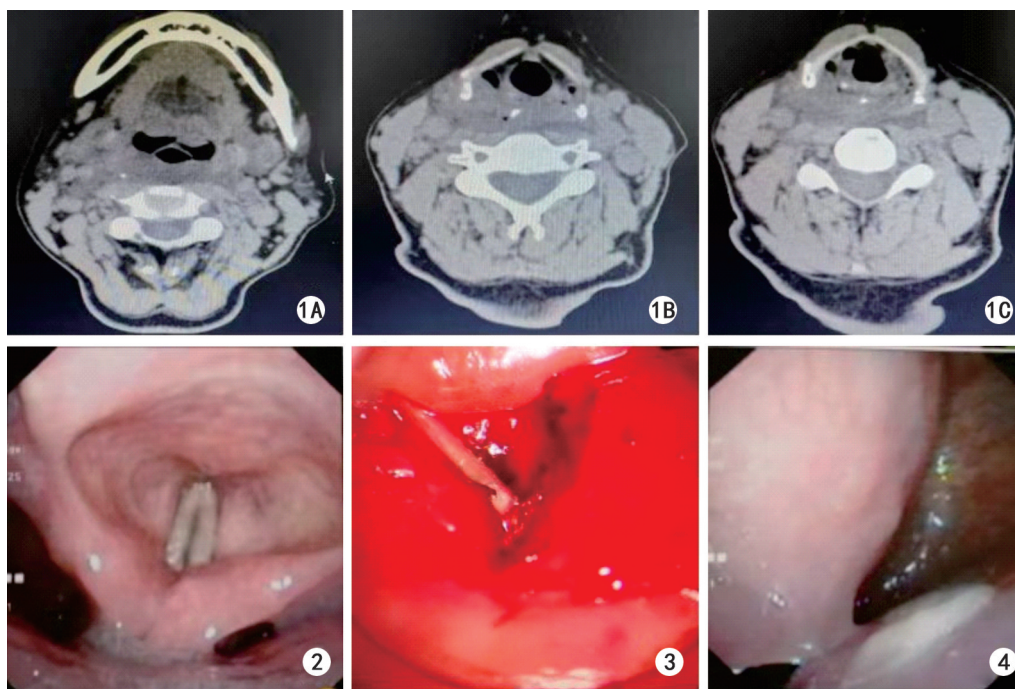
术前咽喉部 CT 1A:平 C2 椎体下缘可见右侧喉咽后壁致密影;1B:平 C3 椎体平面可见喉咽后壁偏右侧可见致密影,周围可见积气及肿胀;1C:平 C4 椎体平面可见喉咽后壁正中内致密影 图 2 术前喉镜检查未见明显异物 图 3 术中切开咽后壁探查发现鱼刺样异物,沿窦道方向取出 图 4 术后复查喉镜,咽后壁术腔可见伪膜生长,愈合可
